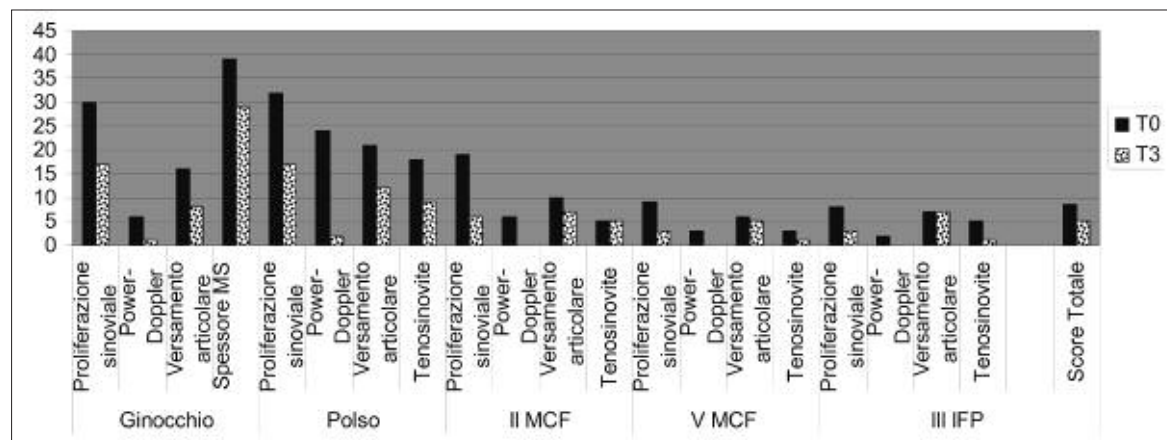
Variazione dello score articolare, nelle differenti articolazioni studiate, e dello score ecografico totale tra T0 e T3.
